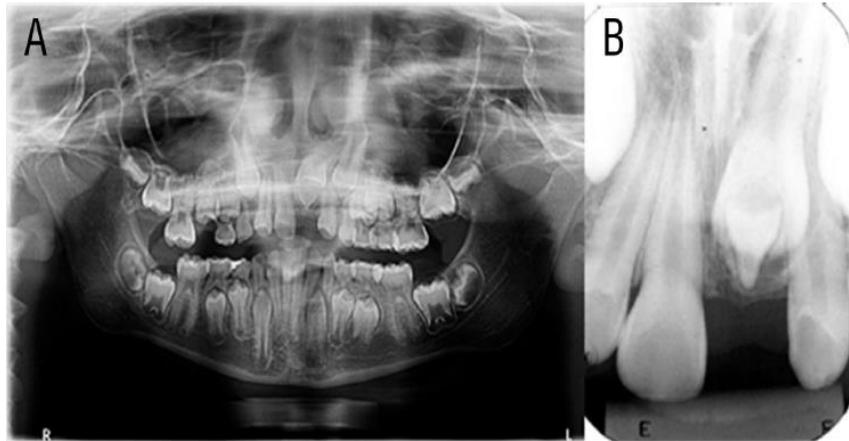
⁴¹: Exames radiográficos. Radiografia panorâmica evidenciando a presença de mesiodente (A), assim como radiografia periapical, confirmando a impação do elemento 21, devido ao mesiodente (B).
